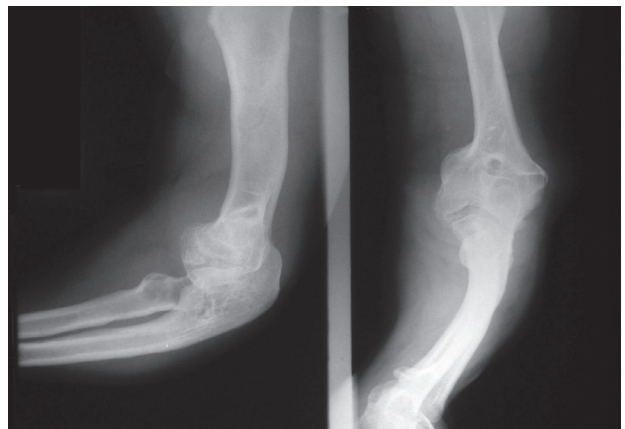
Radiografías de codo. Deformidad marcada.
